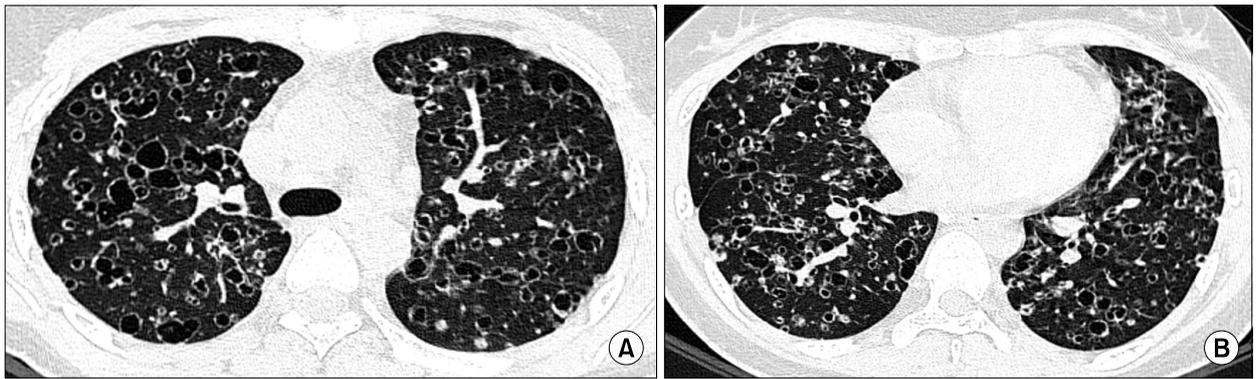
High-resolution CT images at the level of the carina (A) and right inferior pulmonary vein (B) reveal numerous bilateral cysts of various size, some of them with thickened walls.
